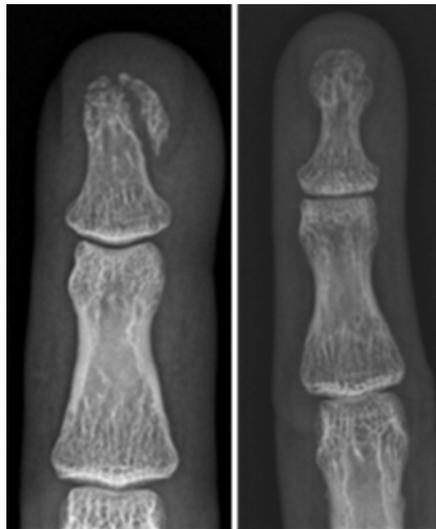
원위지골 소방 골절의 단순 방사선 사진: 연부조직, 특히 조갑 및 조상 손상 유무를 반드시 확인해야 함.
